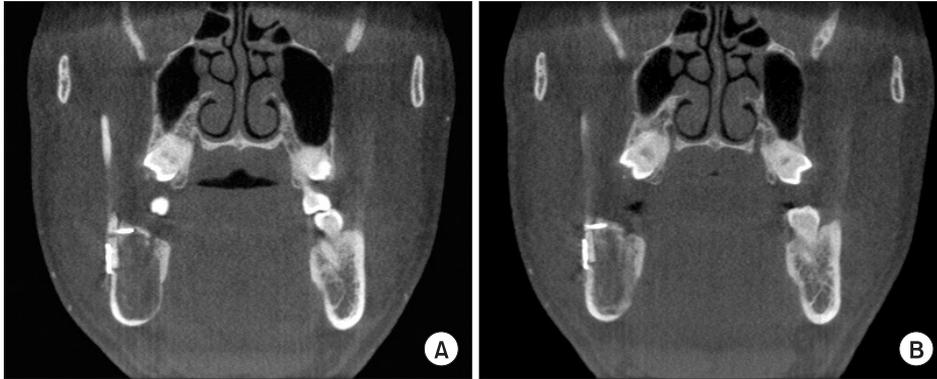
Follow up evaluation (coronal CT view) CT evaluation 6-month post-operatively revealed that the intrabony defect was filled with a newly formed bone in comparison to 3-month CT scan. (A) CT evaluation 3-month post-operatively. (B) CT evaluation 6-month postoperatively.
